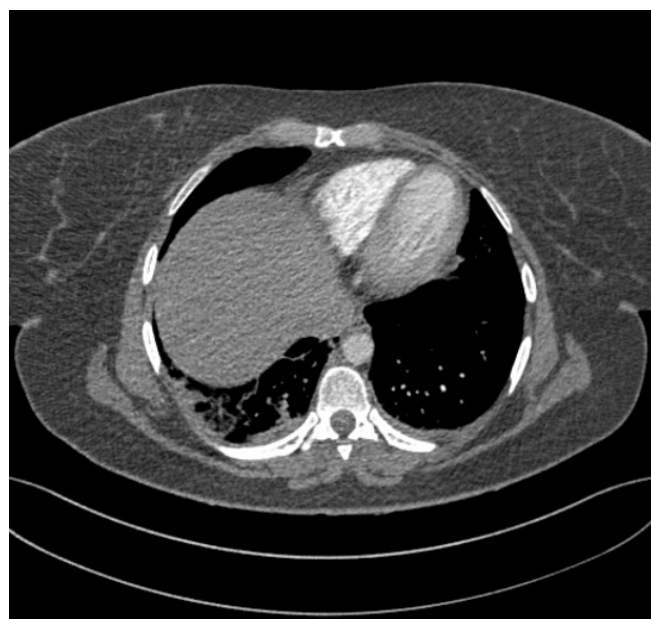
Angio-TC. Ventana aérea. Consolidación de parénquima pulmonar en pirámide basal derecha de morfología triangular, sugestivo de TEP agudo con pequeño infarto pulmonar asociado.
